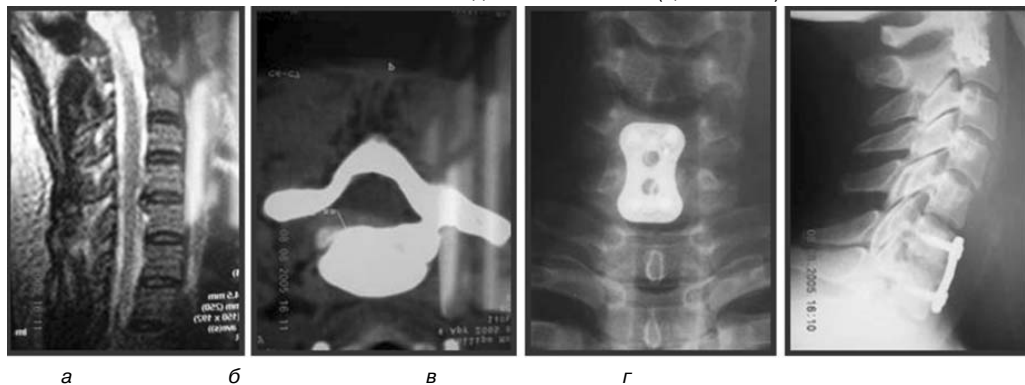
ЯМР- (а), КТ-исследование (б) больной Ш. до оперативного лечения. Прямая (в) и боковая (г) рентгенограммы больной Ш. сразу после оперативного лечения
